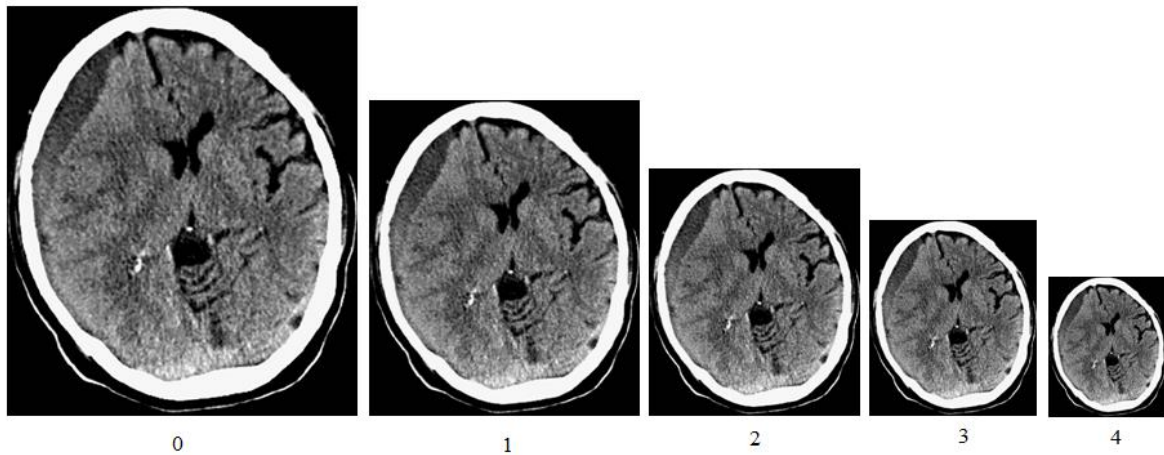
Les cinq premiers niveaux d'une pyramide gaussienne d'une image TDM.
